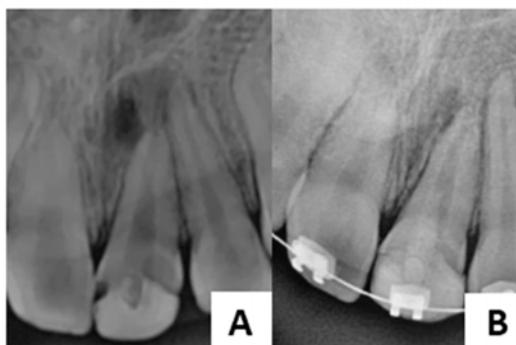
Radiografías periapicales del diente 2.1 (caso 8). (A) Radiografía del diente 2.1 con ápice inmaduro y lesión apical en el año 2019. (B) Radiografía del diente 2.1 en el año 2020. Se observa aparatología de ortodoncia, crecimiento de manera longitudinal y transversal de la raíz, cierre apical y disminución de la lesión apical. (37)
